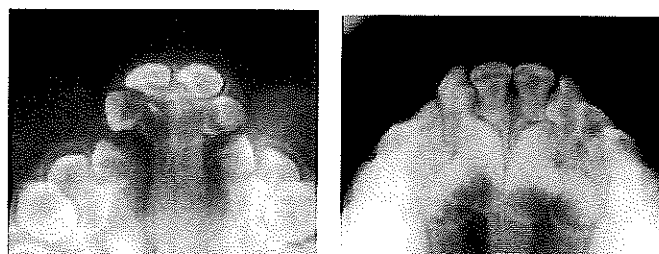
Radiographies pré- et post-opératoire d'une fente alvéolaire bilatérale. (58)
